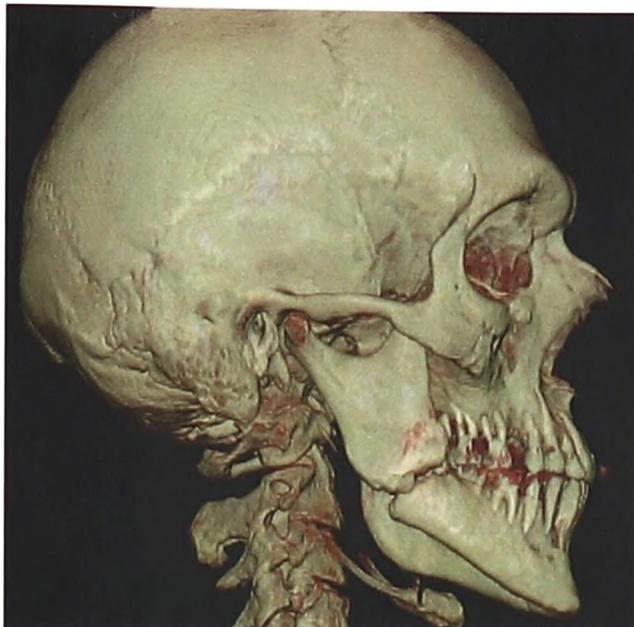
Компьютерная томография 3D больного Г. с переломом угла нижней челюсти справа со смещением (до операции)
